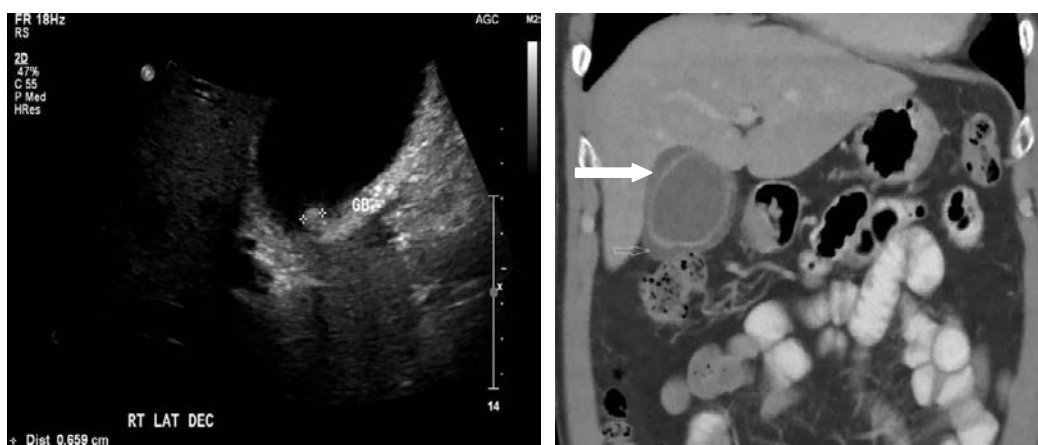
Echographie et TDM abdominale avec injection du produit de contraste à la phase portale d'un patient de 63 ans ayant une cholécystite aiguë lithiasique. L'échographie montre un épaissement pariétal de la vésicule biliaire (6mm) et un calcul vésiculaire de 7 mm. La TDM abdominale en reconstructions coronales montre un épanchement périvésiculaire (flèche) et un rehaussement net de la paroi vésiculaire [251].
